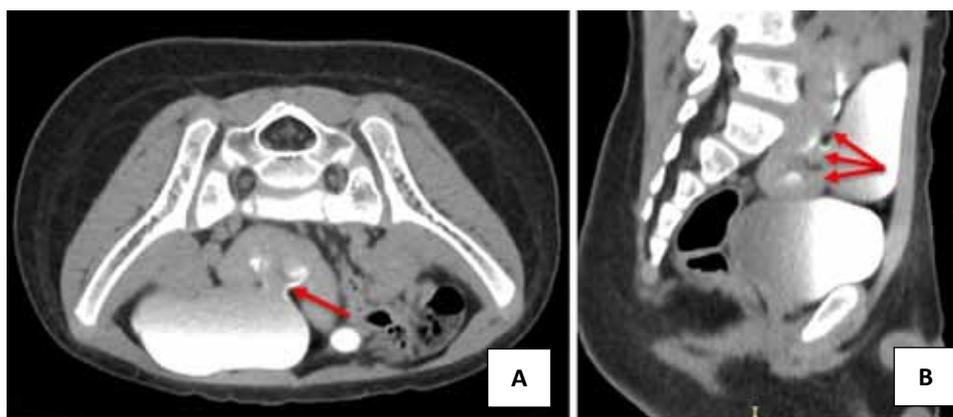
Данные спиральной компьютерной томографии на животе: А, В — визуализируются шейки чашечек (красные стрелки) и расширенная лоханка тазово-дистопированной почки
